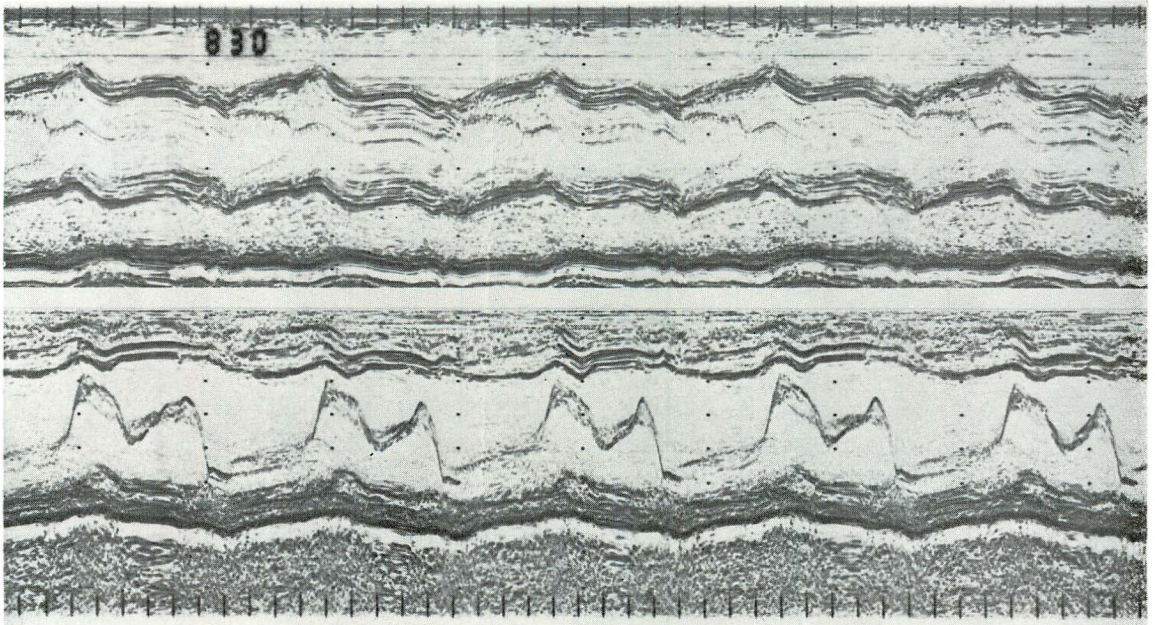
Dual echocardiogram recorded by a continuous strip chart recording of 2-channel TM-mode.
